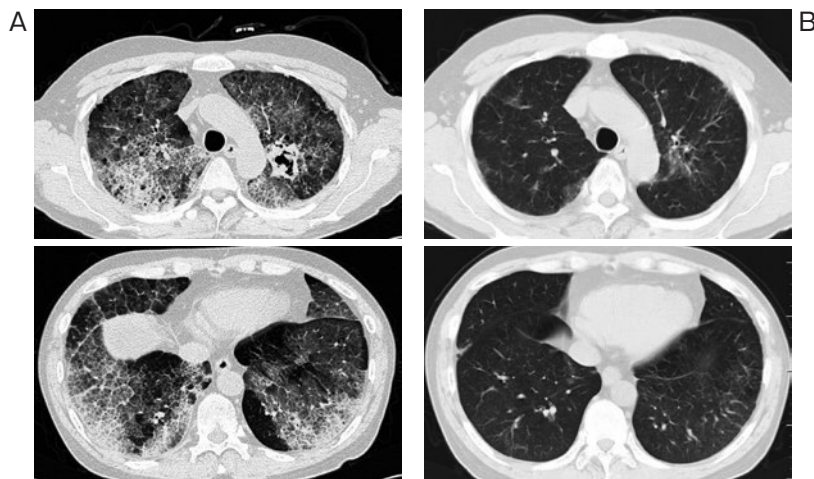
(A) 当科入院時の胸部単純CT肺野条件. (B) 抗結核薬投与開始半年後の胸部単純CT肺野条件. わずかなすりガラス陰影が散在するのみで, 左肺尖部の空洞性病変は縮小を認める.
